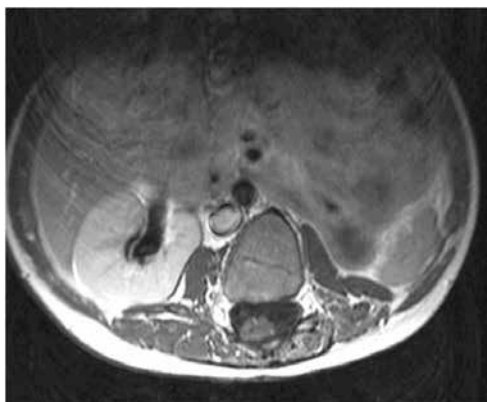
Resonancia magnética nuclear al año de posoperado.
